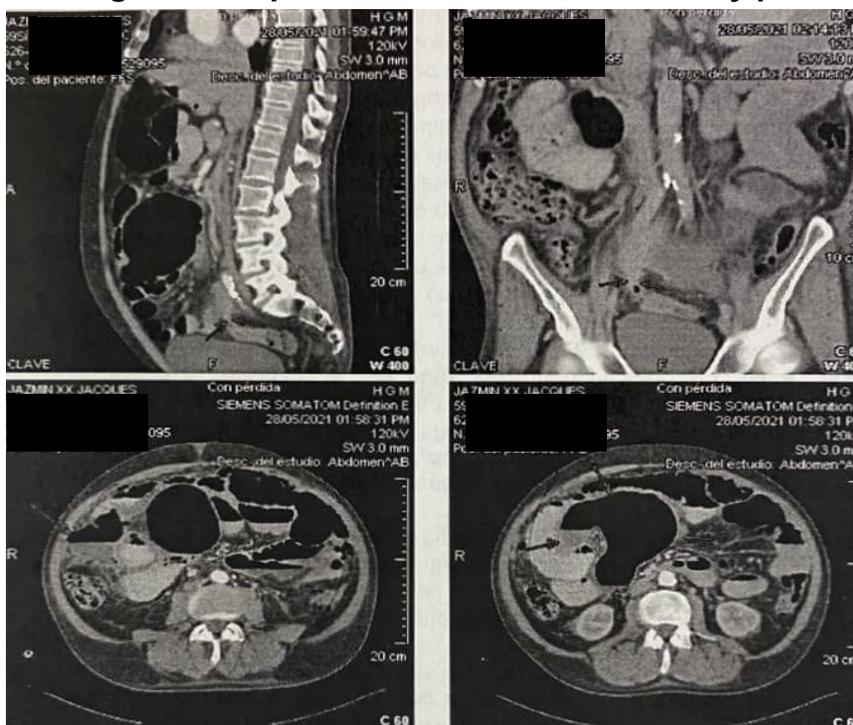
Tomografía computarizada de tórax, abdomen y pelvis. Fuente: Expediente clínico
